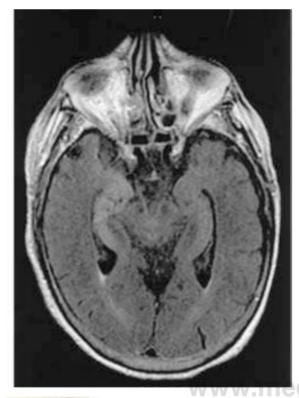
Imagen de resonancia magnética axial de Inversión-recuperación con atenuación del liquido (FLAIR) que muestra una hiperintensidad leve que afecta al núcleo amigdalino y al hipocampo derecho en un paciente con encefalitis herpética demostrada por reacción en cadena de la polimerasa. (Cortesía de la Dra. C. Meltzer.)
